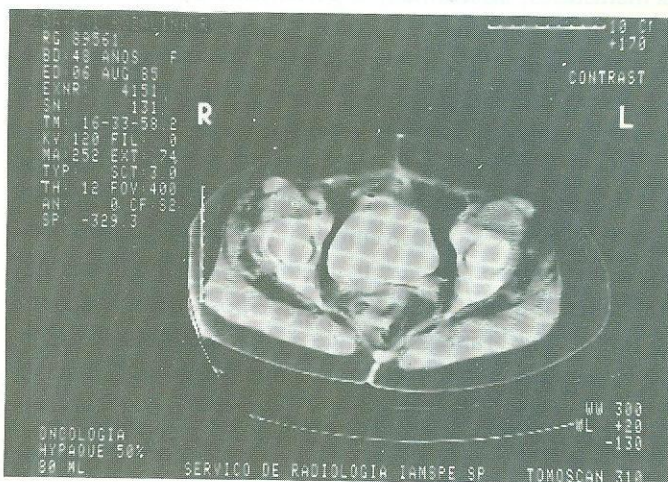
Tomografia computadorizada de controle 14 meses após a cistectomia parcial e poliquimioterapia adjuvante, evidenciando ausência de recidiva tumoral
